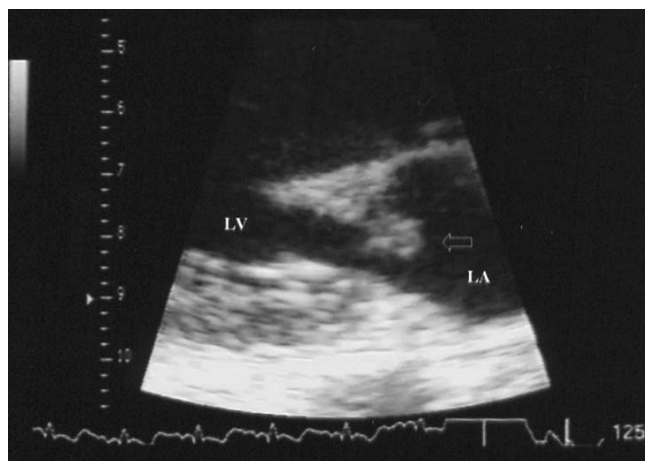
transthoracic echocardiogram shows the mitral valve involved with a large vegetation (hollow arrow). Abbreviations: LA, left atrium; LV, left ventricle.
